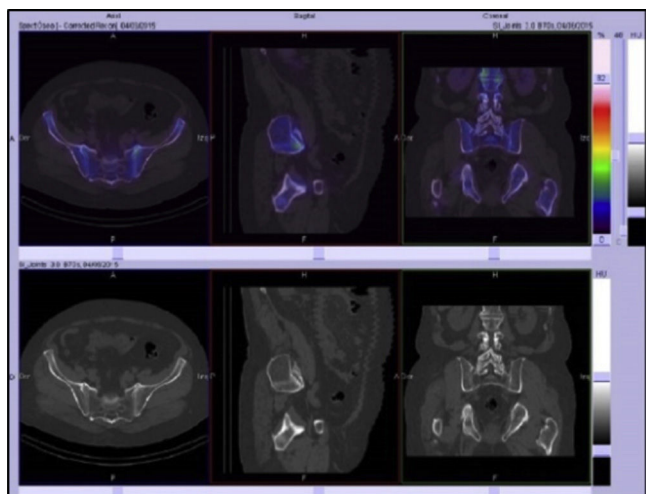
Cortes axial, sagital y coronal de SPECT/CT con baja captación del radiofármaco en articulaciones sacroilíacas. Valores de los índices sacroilíaca/promontorio inferiores al nivel de corte establecido para el diagnóstico de sacroileitis^{7,8}.
